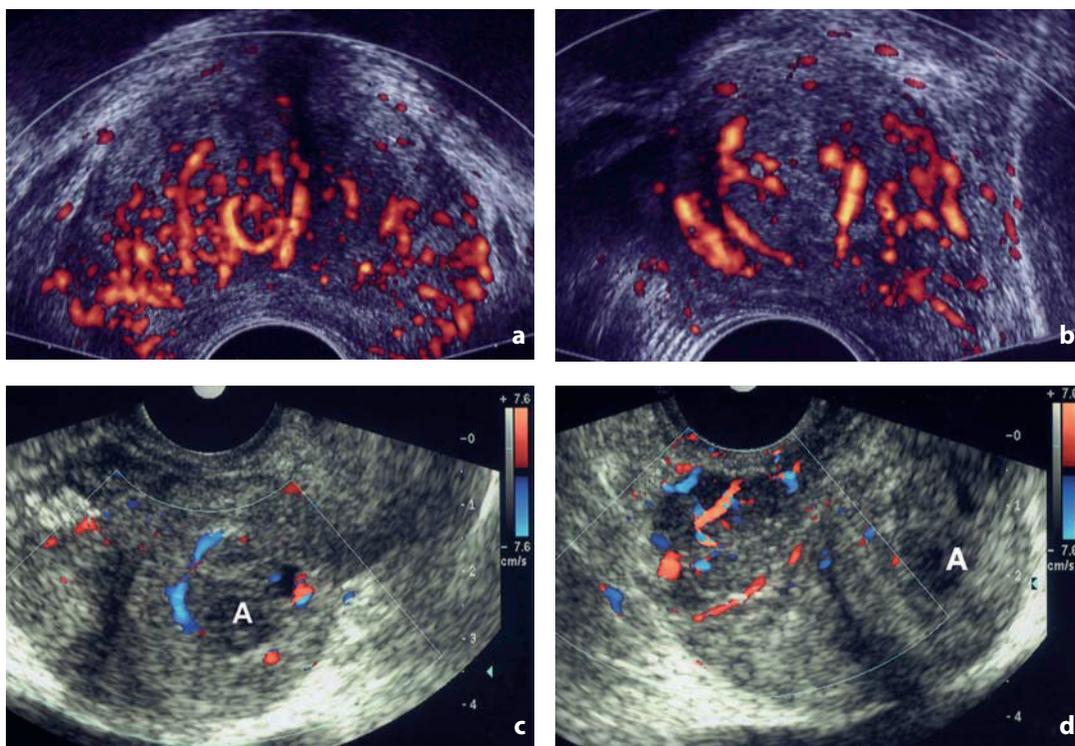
Power ed eco-color-Doppler. Vascolarizzazione dell'adenoma prostatico. a-b Power-Doppler. a Scansione assiale. b Scansione sagittale. L'adenoma risulta significativamente più vascolarizzato rispetto alla zona periferica. c-d L'eco-color-Doppler documenta aumento della vascolarizzazione nell'ambito dell'adenoma, di entità comunque minore rispetto a quanto rilevabile nel carcinoma presente nella zona periferica destra
